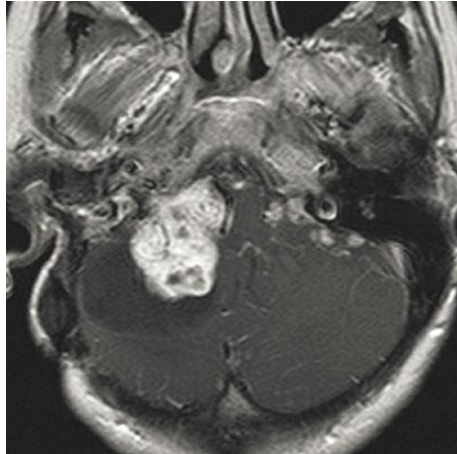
IRM d'un hémangioblastome dans le cadre de la maladie de Van Hippel-Lindau
